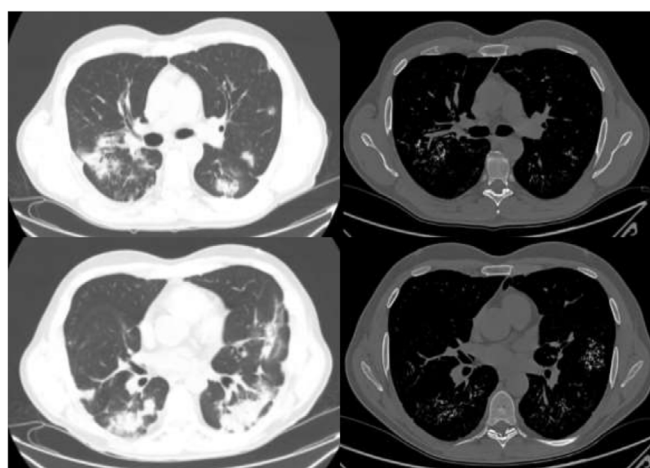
Las imágenes de la izquierda corresponden con cortes en ventana de pulmón de la tomografía computarizada realizada en el ingreso, en la que se ven múltiples focos consolidativos parcheados en relación con neumonía por COVID-19. A la derecha, se observan cortes en ventana de hueso con calcificaciones pulmonares que coinciden con las opacidades previas. La variabilidad entre los cortes se debe a que la tomografía del ingreso fue de cortes de 2,5 mm y la de control de 1 mm.
